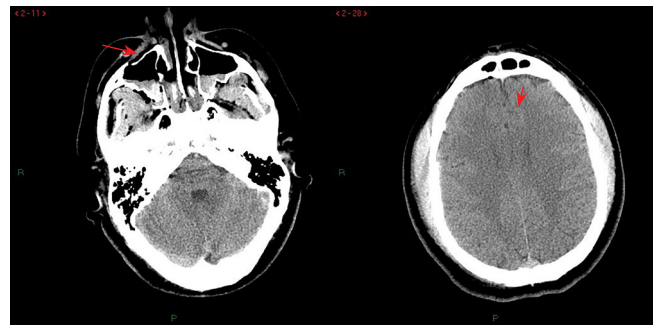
Tomografía axial de cráneo de ingreso. Se observa fracturas faciales y corpúsculos aéreos frontales.
